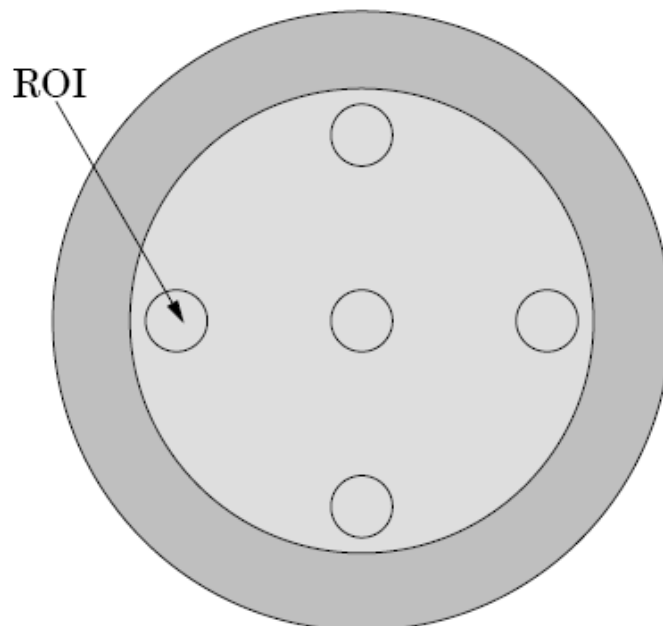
Teste de uniformidade do número CT [16].
